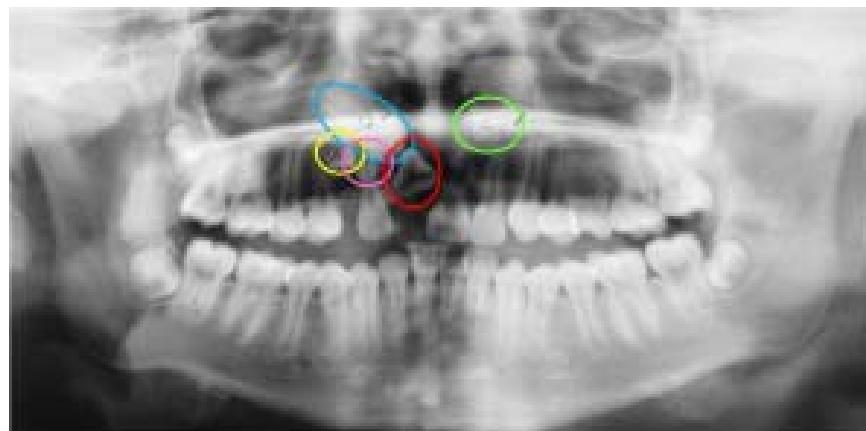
Radiografía panorámica. Dientes supernumerarios: A (amarillo), B (rosado), C (verde). Piezas incluidas: 13 (azul), 11 (rojo).
